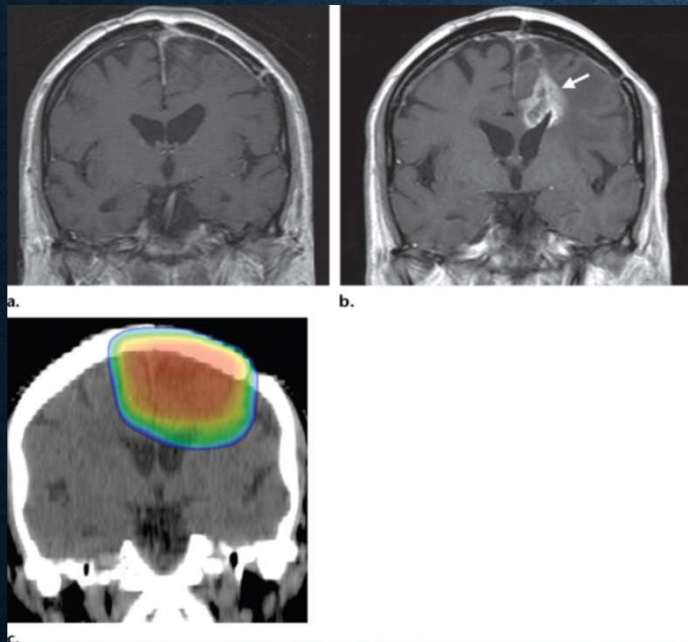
(a) Coronal postcontrast T1-weighted MR image obtained after resection of an atypical left frontal meningioma shows no residual enhancement. The patient underwent radiation therapy. (b) Coronal postcontrast T1-weighted MR image obtained 16 months later shows a new enhancing lesion (arrow) in the deep left frontal white matter with extension to the periventricular region and corpus callosum. (c) Coronal CT scan helps confirm that the abnormal area was included in the radiation port. The patient received 54 Gy to the tumor bed in the left frontoparietal region, followed by a 6-Gy boost to a reduced volume of tissue. Treatment was delivered in 2-Gy fractions. Color wash display shows dose distribution, with red, orange, yellow, green, and blue indicating progressively decreasing dose levels.
